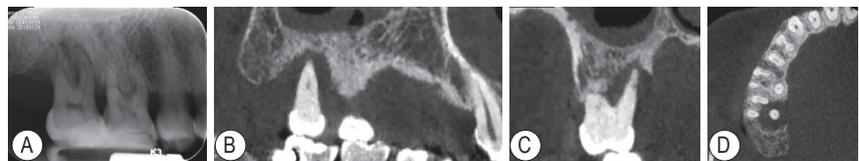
17 初诊时放射线检查 A: 根尖放射线片; B~D: 分别为 CBCT 的矢状面、冠状面及横断面截图
